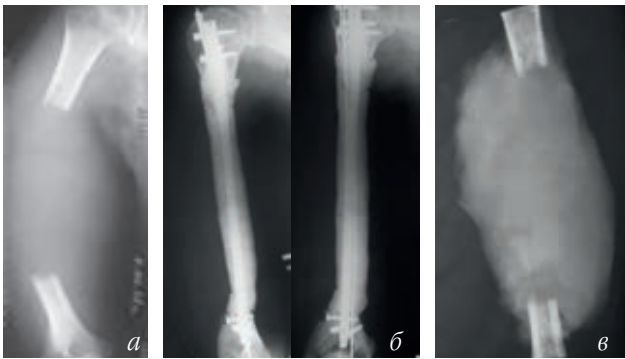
Фотовідбитки рентгенограм правої плеча хв. Р., 65 р., історія хвороби № 82226: а – до, б – після хірургічного втручання; в – препарат видаленої пухлини
